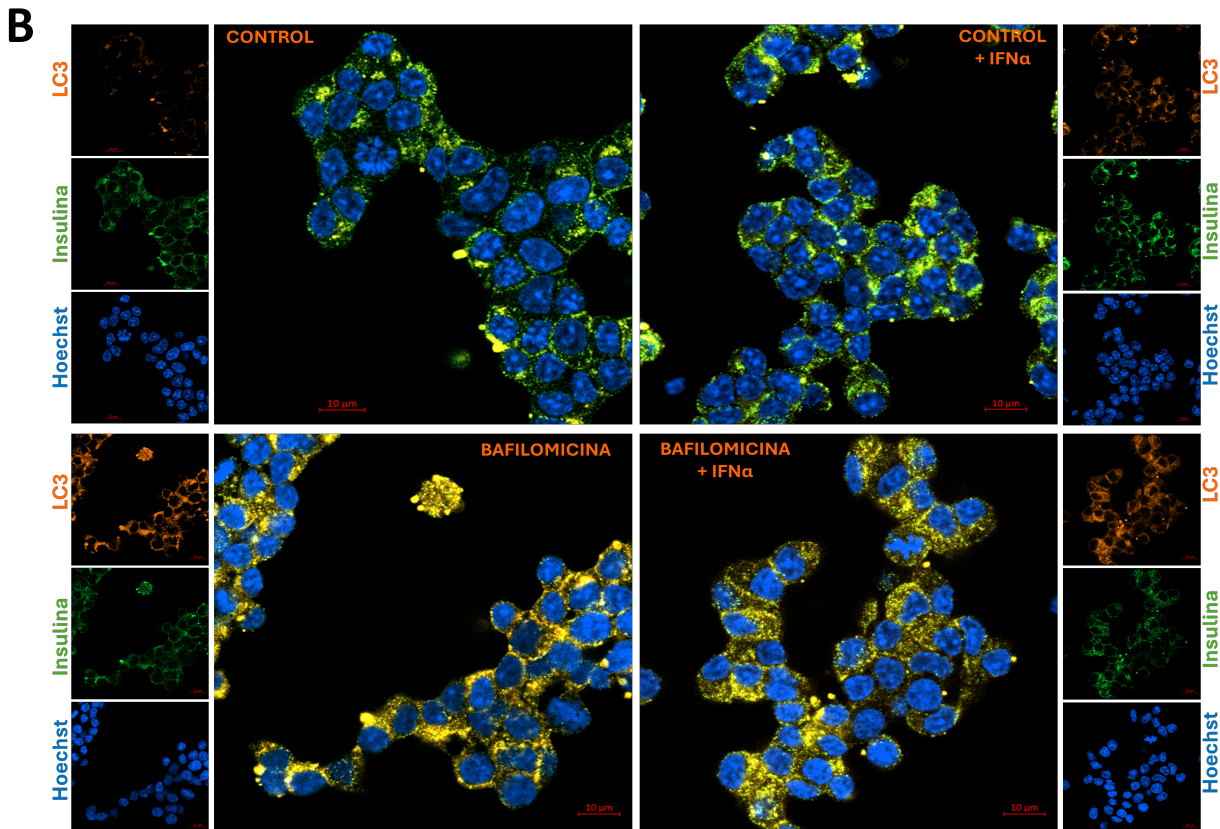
Expresión de LC3 en células α TC1-9 y MIN-6 tratadas con bafilomicina A1 y expuestas a $\text{IFN}\alpha$. Células α TC1-9 (a) y MIN-6 (b) fueron pre-tratadas con $\text{IFN}\alpha$ (1000U/ml) o no (control) durante 24 horas. Al día siguiente las células fueron tratadas con vehículo (DMSO) o bafilomicina A1 (100 nM) en la ausencia o presencia de $\text{IFN}\alpha$ (1000 U/ml). Los núcleos se visualizaron mediante tinción Hoechst (azul), la proteína LC3 (rojo) y el glucagón (verde, A) y la insulina (verde, B).
